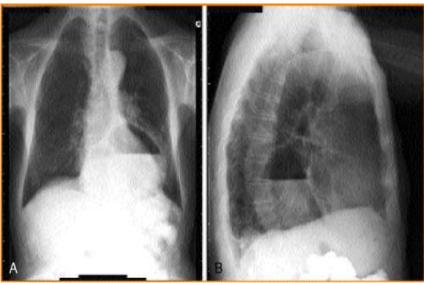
Niveau hydro-aérique rétrocardiaque sur une radiographie standard du thorax. A: face, B: profil.
